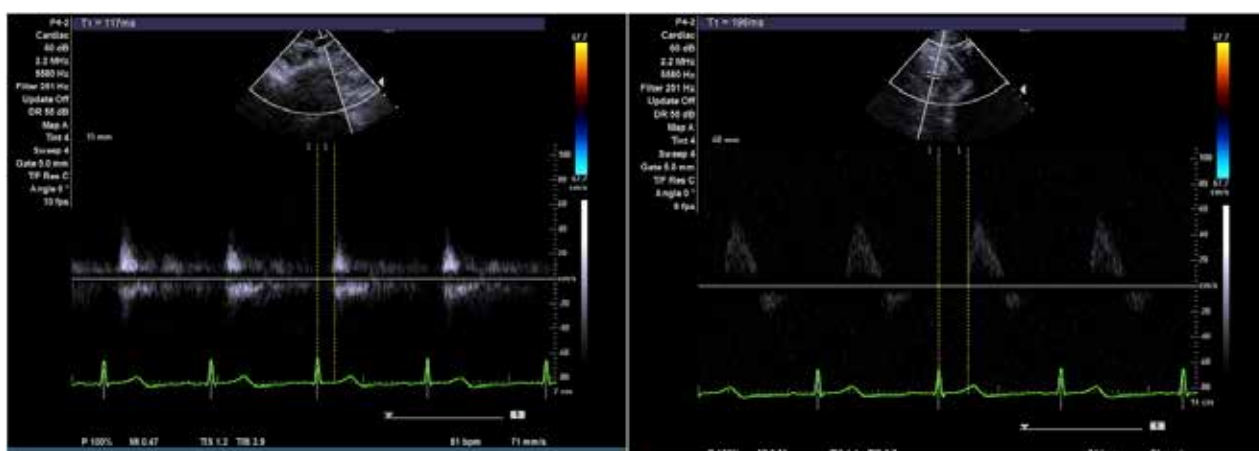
Example of measurement of pulse wave velocity using ultrasound
